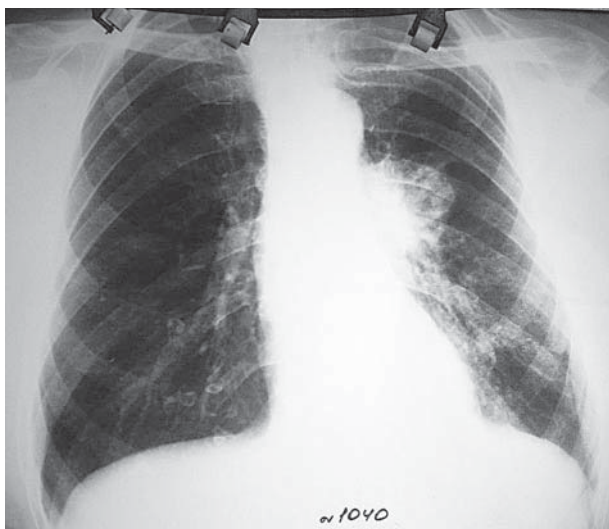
Рентгенограмма органов грудной полости от 11.04.2013 г.
